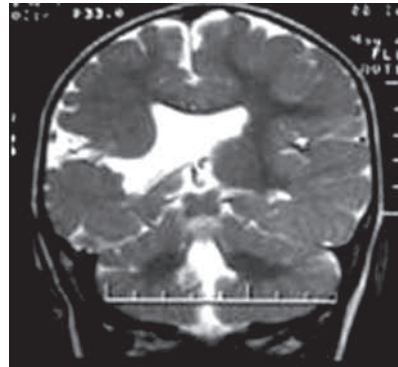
МРТ головного мозга больной К., 7 мес. Т2 режим, фронтальный срез. Порок развития головного мозга. Сомкнутая правосторонняя шизэнцефалия, соединяющая субарахноидальное пространство и боковой желудочек
